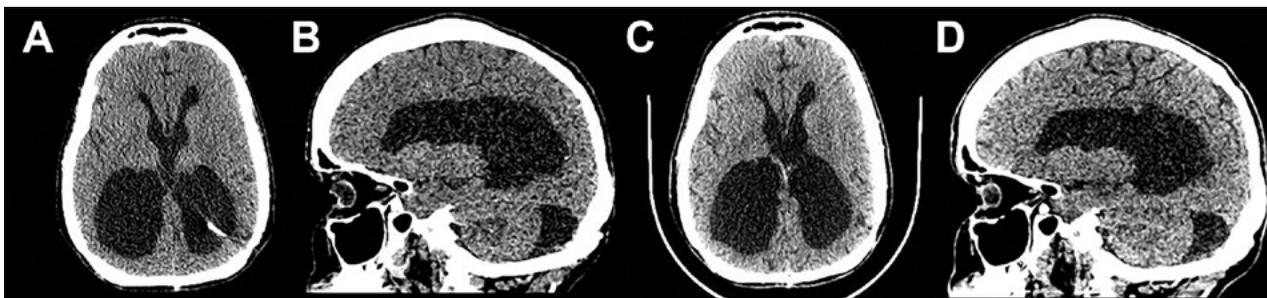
A y B. Corte axial y sagital de TC de cerebro en segundo día postoperatorio, evidenciándose franca disminución del volumen del sistema ventricular. C y D. Corte axial y sagital de TC de cerebro control al mes de la cirugía, sin cambios.
